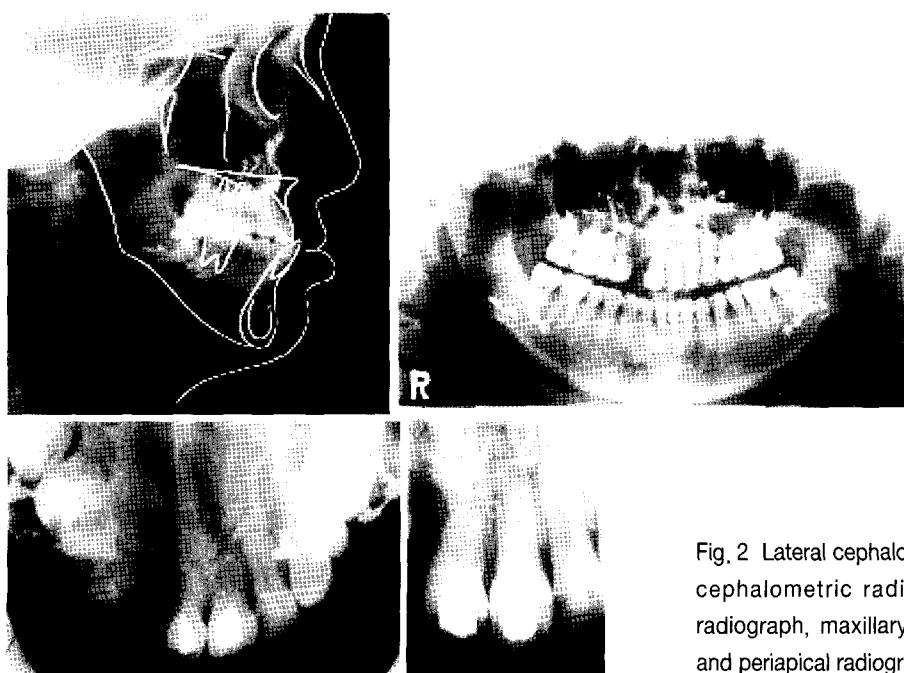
Lateral cephalometric radiograph, PA cephalometric radiograph, panoramic radiograph, maxillary occlusal radiograph and periapical radiograph at initial visit
